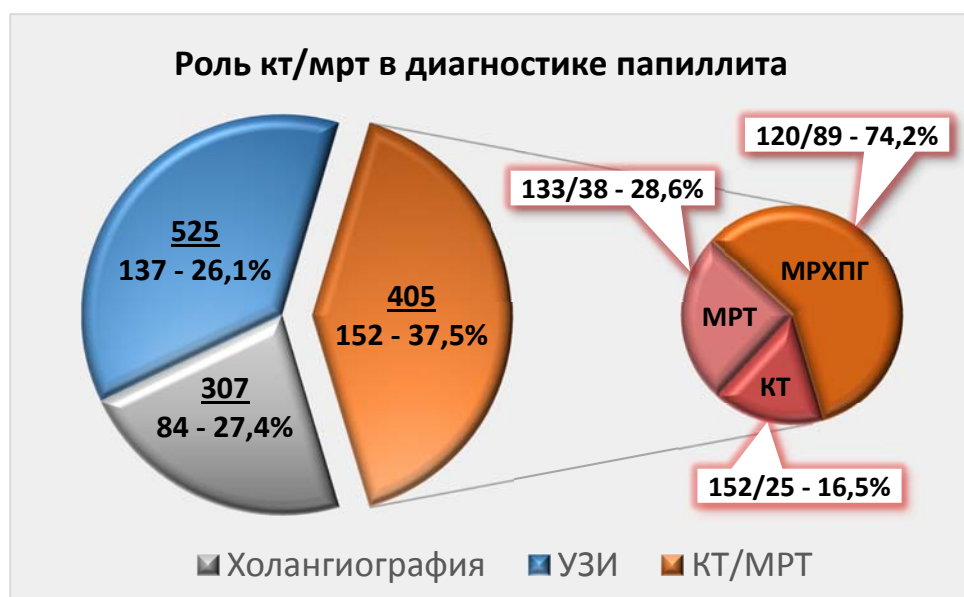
Результативность КТ и МРТ в диагностике папиллита.
